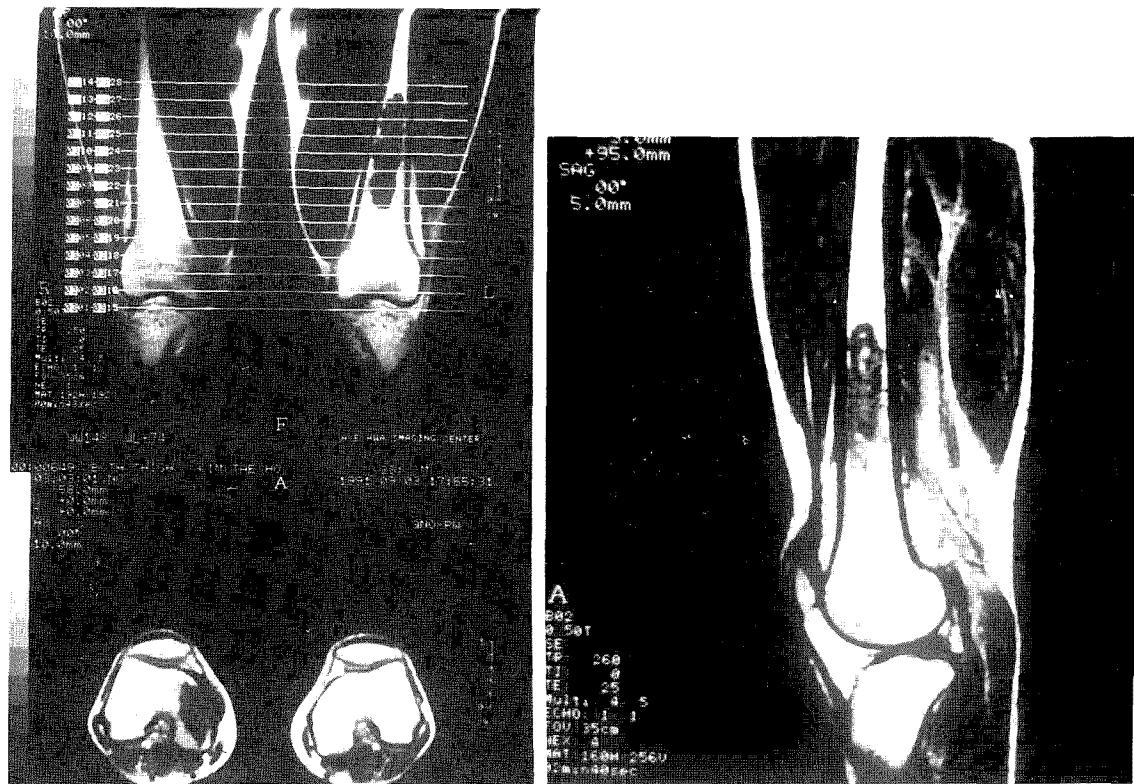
MRI shows intramedullary lesions of both femur which are well marginated without surrounding tissue edema.
